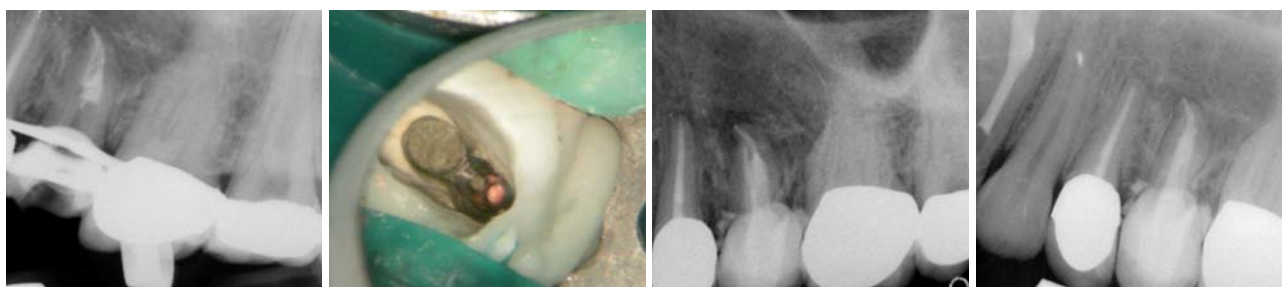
Röntgenkontrolle nach Downpack und Perforationsverschluss mit MTA. – Abb. 17: Blick durch das OP-Mikroskop auf die Perforationsdeckung. – Abb. 18: Abschlussröntgenbild. – Abb. 19: Kontrolle nach 25 Monaten zeigt eine weitgehende Ausheilung der periapikalen Pathologie.
